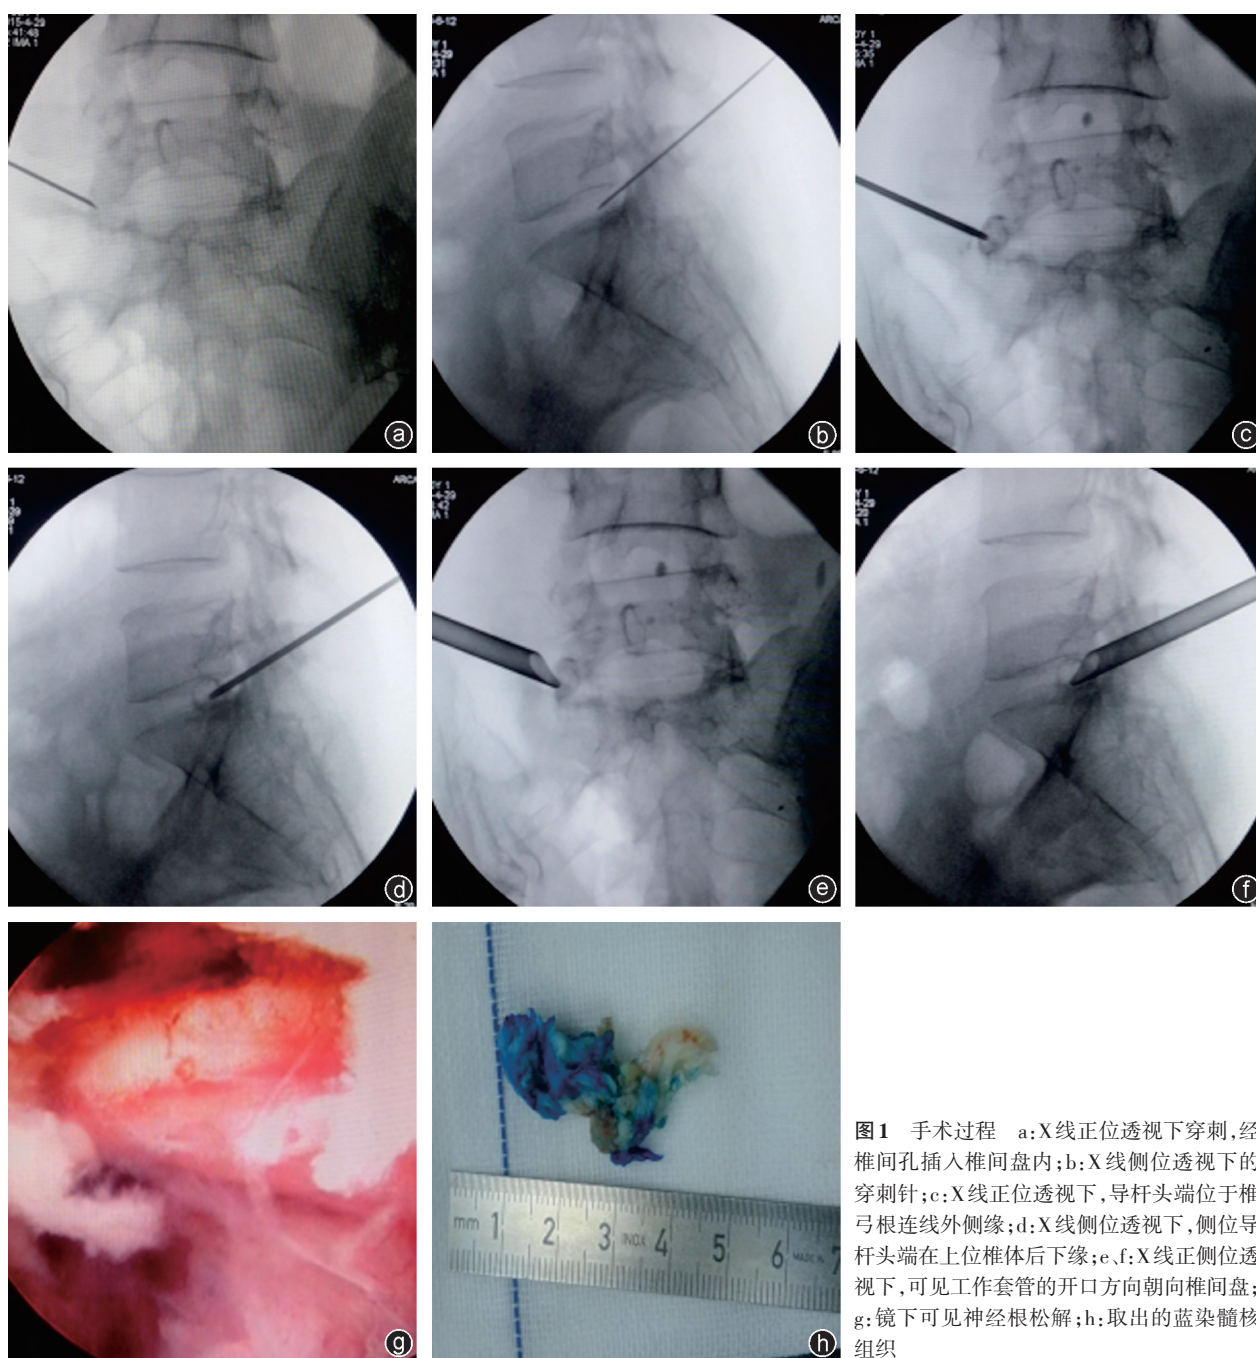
手术过程 a: X线正位透视下穿刺,经椎间孔插入椎间盘内;b: X线侧位透视下的穿刺针;c: X线正位透视下,导杆头端位于椎弓根连线外侧缘;d: X线侧位透视下,侧位导杆头端在上位椎体后下缘;e、f: X线正侧位透视下,可见工作套管的开口方向朝向椎间盘;g: 镜下可见神经根松解;h: 取出的蓝染髓核组织
